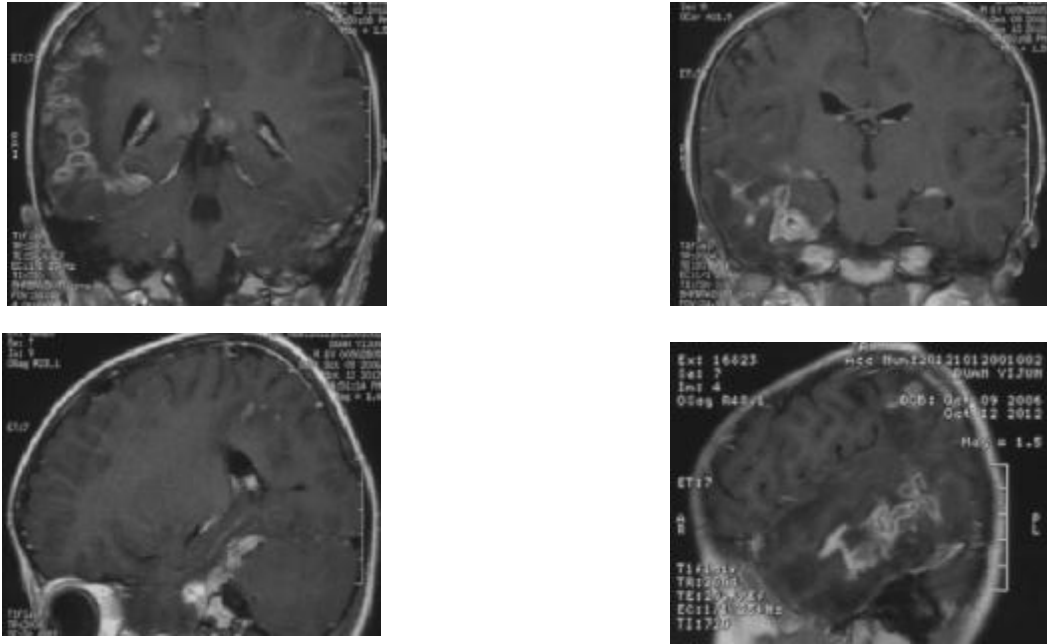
头颅 MRI 示右侧额叶、颞叶、顶叶、枕叶见大片状稍长 T2、T1 信号水肿影，其内见小结节样稍短 T2、T1 信号，在 DWI 上部分呈低信号，增强扫描呈不规则环状强化
